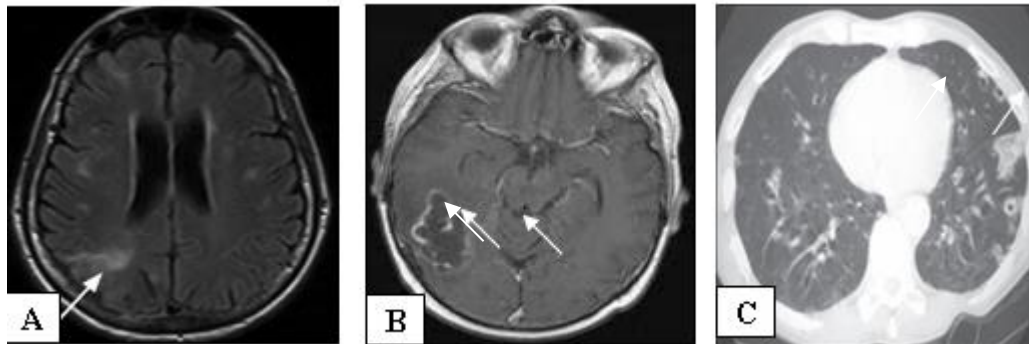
Investigații complementare la pacienții cu EI. RMN cerebral: A. embolii cerebrale, B. abces cerebral, C. CT pulmonar – embolii pulmonare septice.
